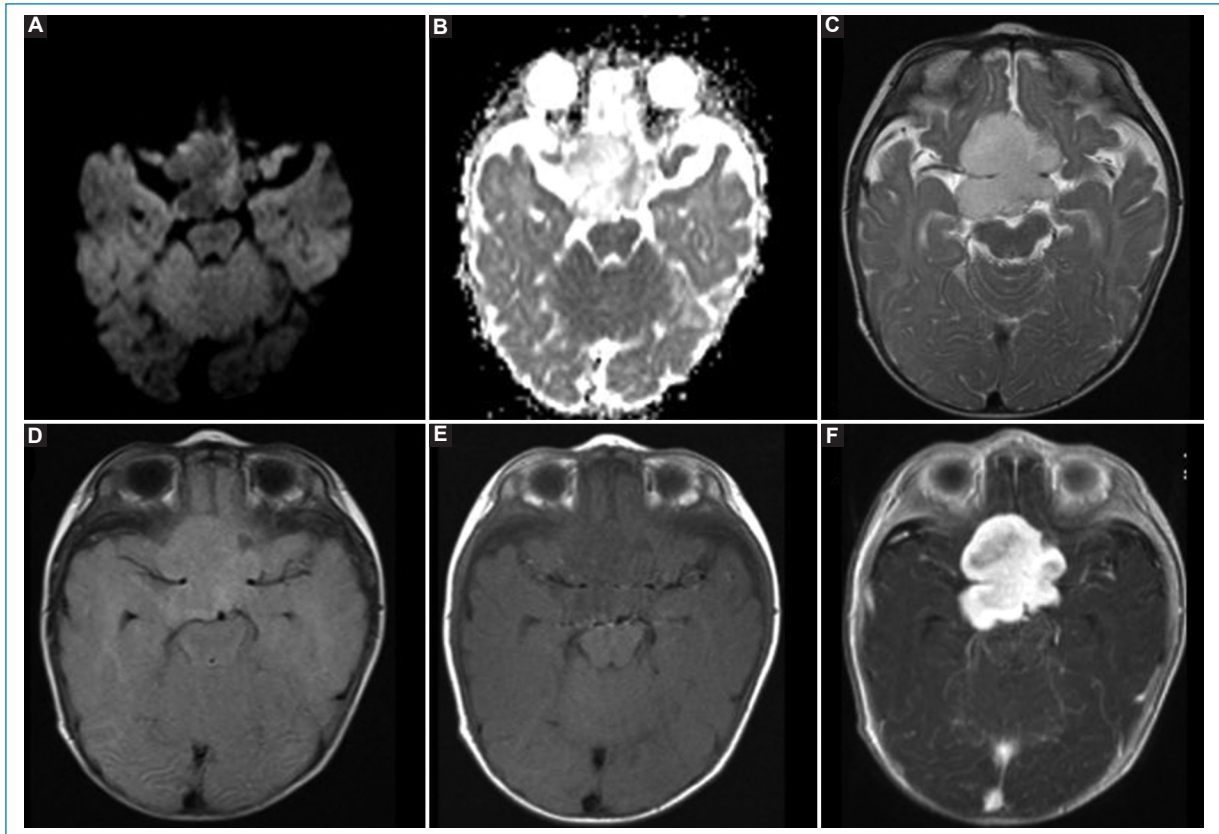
Astrocitoma pilomixóide en un paciente de 5 meses de vida. Se observa una imagen selar-supraselar de aspecto polilobulado, sin restricción en la secuencia de difusión (A) ni caída en el mapa de ADC (B). Presenta señal alta homogénea en T2 (C) y FLAIR (D), y baja ponderada en T1 (E). Tras la administración de contraste intravenoso (F) presenta realce intenso, principalmente homogéneo, a excepción de algunos sectores anteriores y periféricos. Rodea y desplaza las estructuras vasculares.
